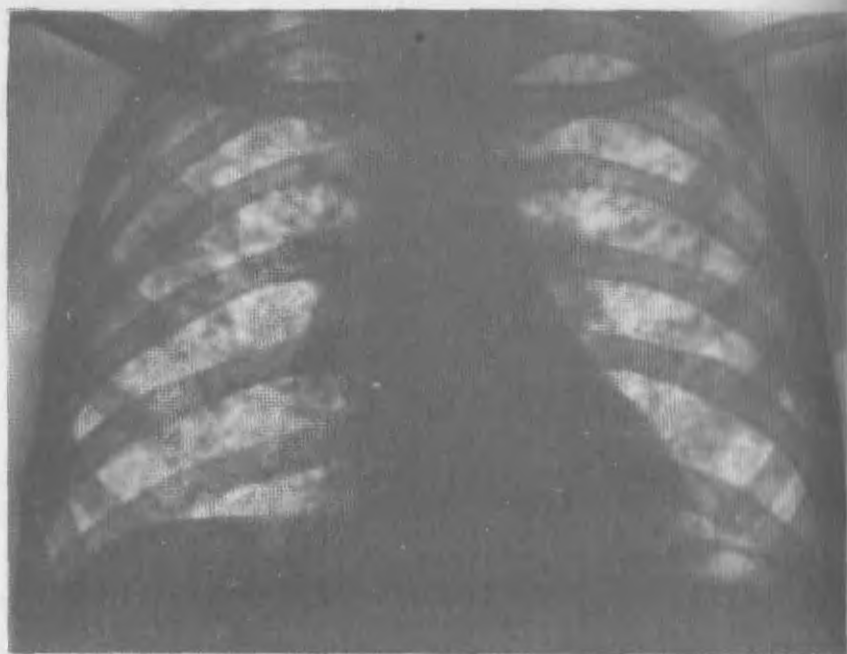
Посмертная рентгенограмма легких при острой казеозной дольковой туберкулезной пневмонии. Крупноочаговое диссеминированное поражение легких.
